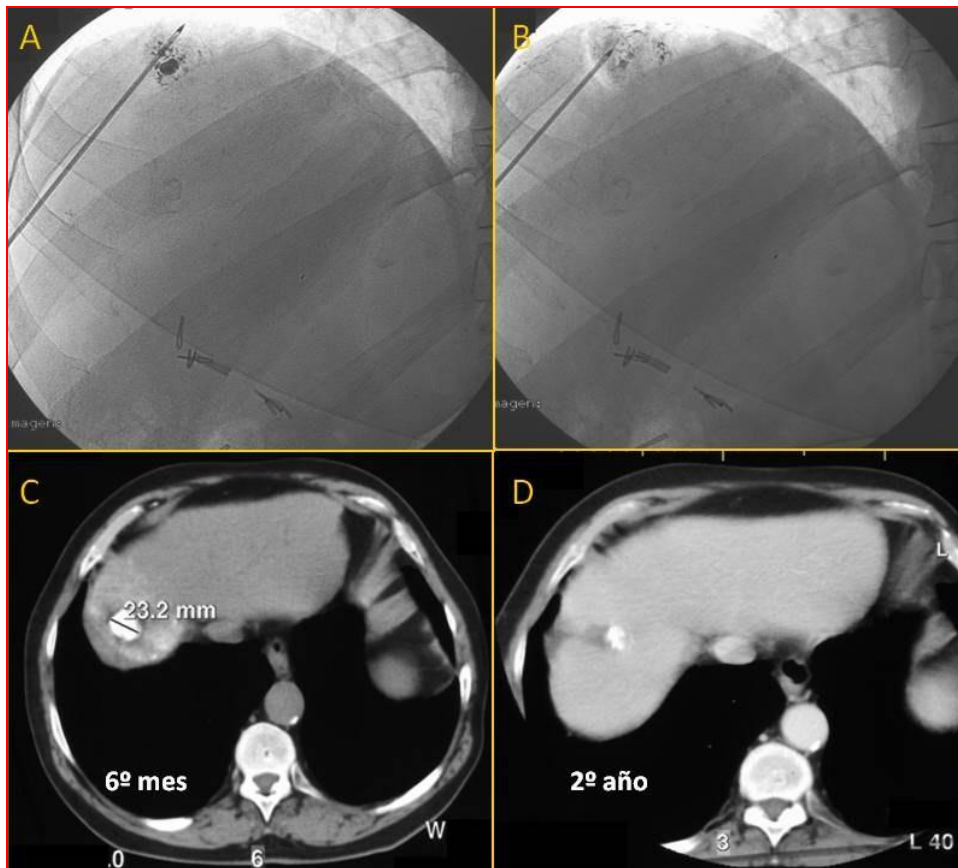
CHC de 2 cm en cúpula hepática. Punción transhepática oblicua guiada por fluoroscopia (A). Evaporación parcial del lipiodol al finalizar la ablación (B). Dos TAC de seguimiento a los 6 meses y dos años con respuesta completa y sin lesión diafragmática (C y D).
